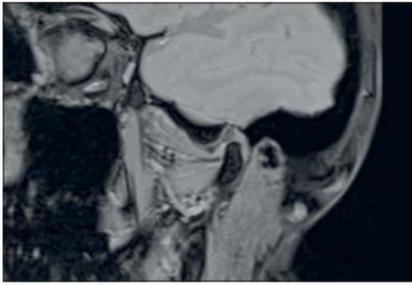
MRT-Bilder mit und ohne DIR-Schiene
